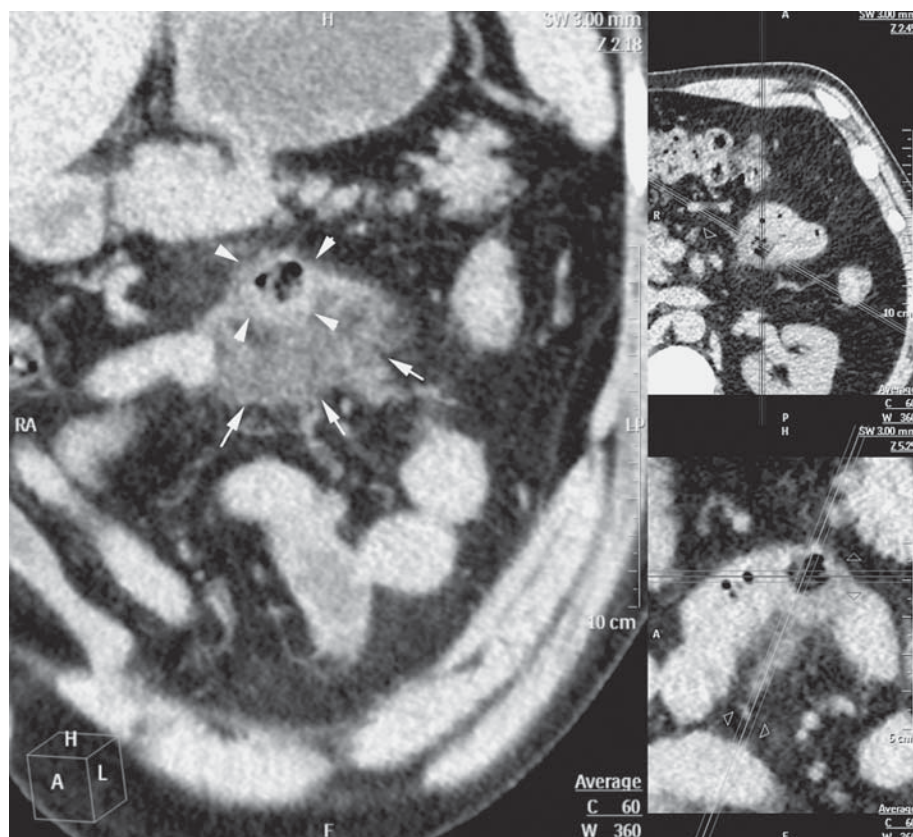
КТ-исследование органов брюшной полости без контрастирования. Косая корональная плоскость. Стрелками показана инфильтрированная брыжейка тощей кишки. Головками стрелок показан дивертикул с пузырьками газа и содержимым.
